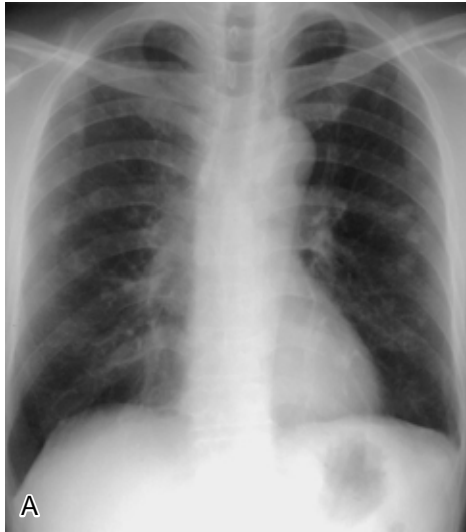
A Chest radiograph taken on admission showing multiple nodular shadows in both lungs.
